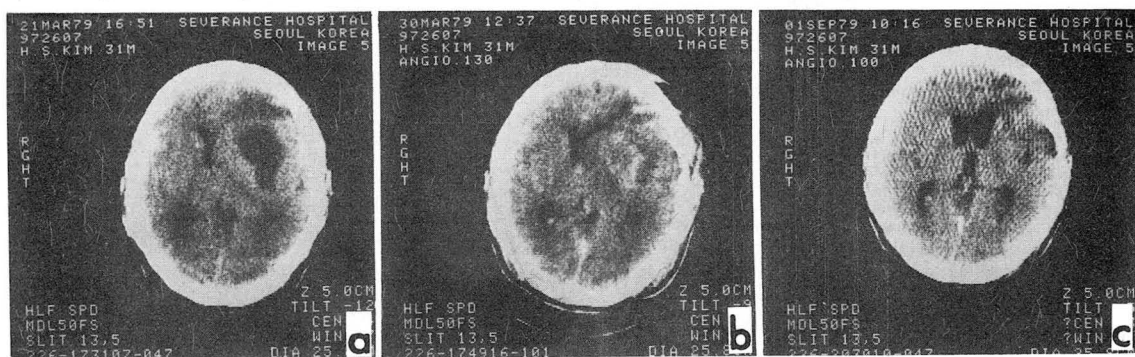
Astrocytoma grade III A; Large tumor mass in left fronto-temporal area with displacement of lateral ventricle B; CT scan after operation Considerable mass effect with residual lesion which shows contrast enhancement is noted. C; 2 months after radiation Lateral ventricle returned to normal position with slight dilatation of frontal horn.
